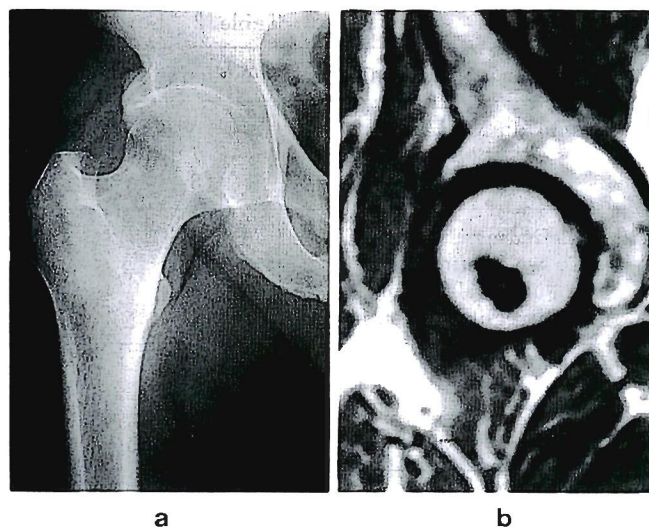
The case of type B1 lesion on roentgenogram and its MRI.
